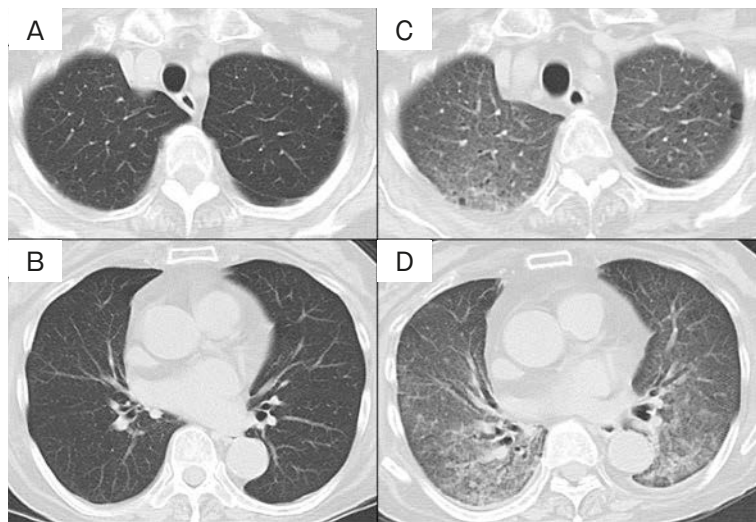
Contrast-enhanced chest computed tomography findings. (A, B) Two months before admission, no abnormal shadows were detected in either upper or lower lobes. (C, D) On admission, diffuse ground-glass shadows and infiltrative shadows appeared in all lung fields.
